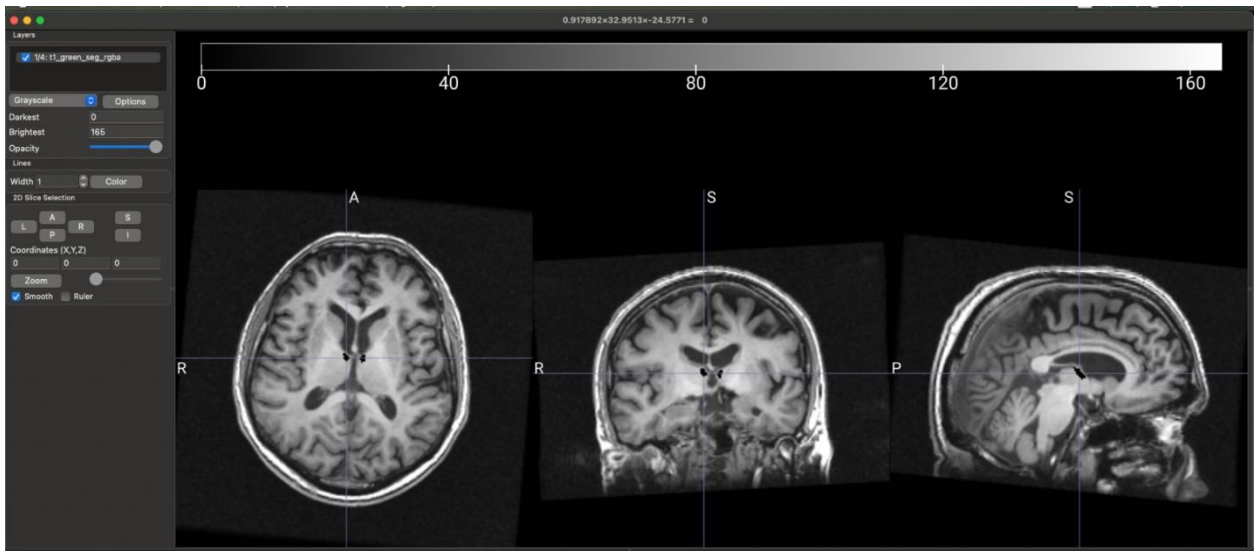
Модель персонифицированной анатомии области хирургического интереса, объединенная со стандартной серией МРТ-данных T1 MRP для выполнения хирургического планирования
